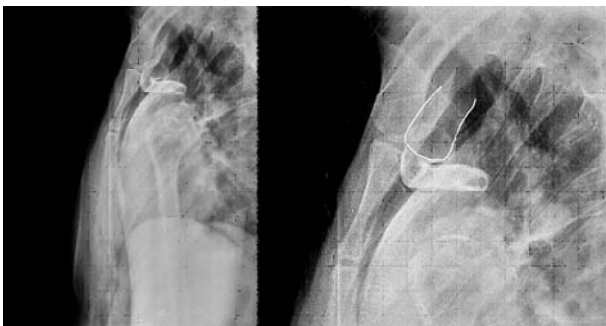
Radiografía transtorácica izquierda en la que se aprecia el contorno de la extremidad medial de la clavícula derecha inmediatamente posterior al contorno del esternón.
